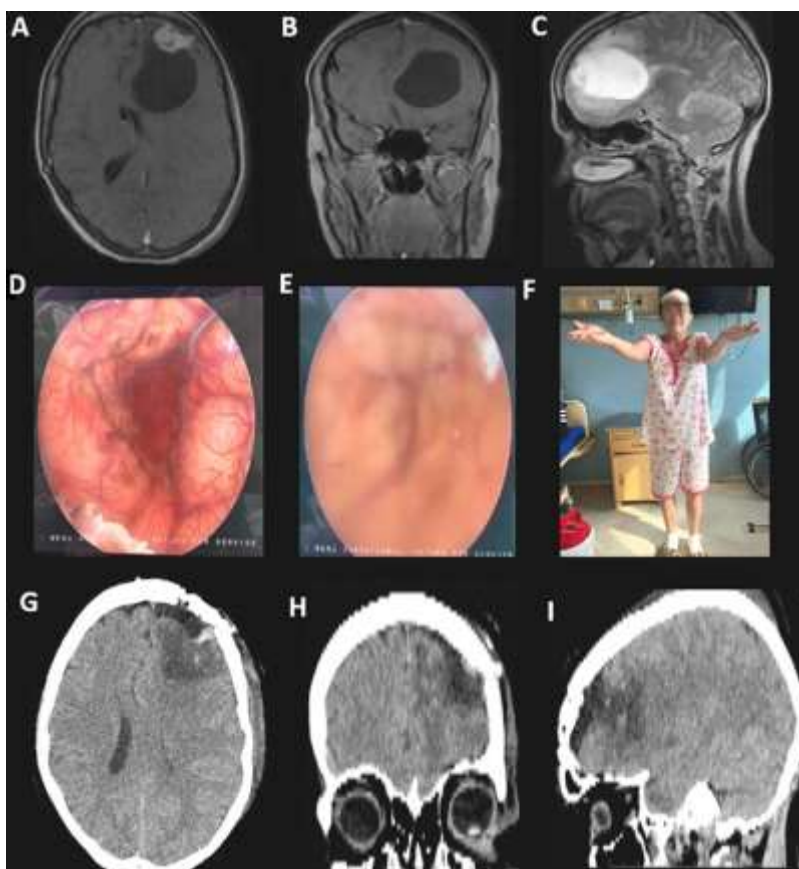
Estudios prequirúrgicos y postquirúrgicos. A, B, C, RMI contrastada de cráneo que muestra lesión ocupante de espacio frontal izquierda de 48 mm x 60 mm x 21 mm con captación homogénea de contraste. Formación quística peritumoral, colapso ventricular y herniación subfalcina, vistas axial, coronal y sagital respectivamente. D, E Visión endoscópica del meningioma, se evidencia quiste y nódulo. F Paciente en su postoperatorio inmediato G, H, I TAC de cráneo postoperatorio, solución de continuidad ósea frontal izquierda, exéresis macroscópica total, vistas axial, coronal y sagital respectivamente.
